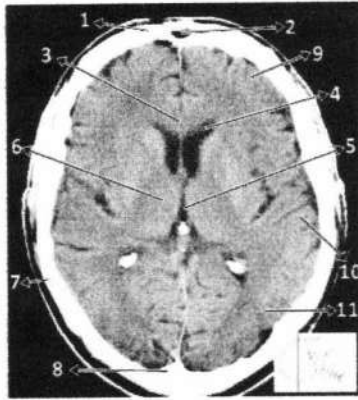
Anatomi Otak Irisan *cross sectional* 6 pada CT (Moeller, 2007)
